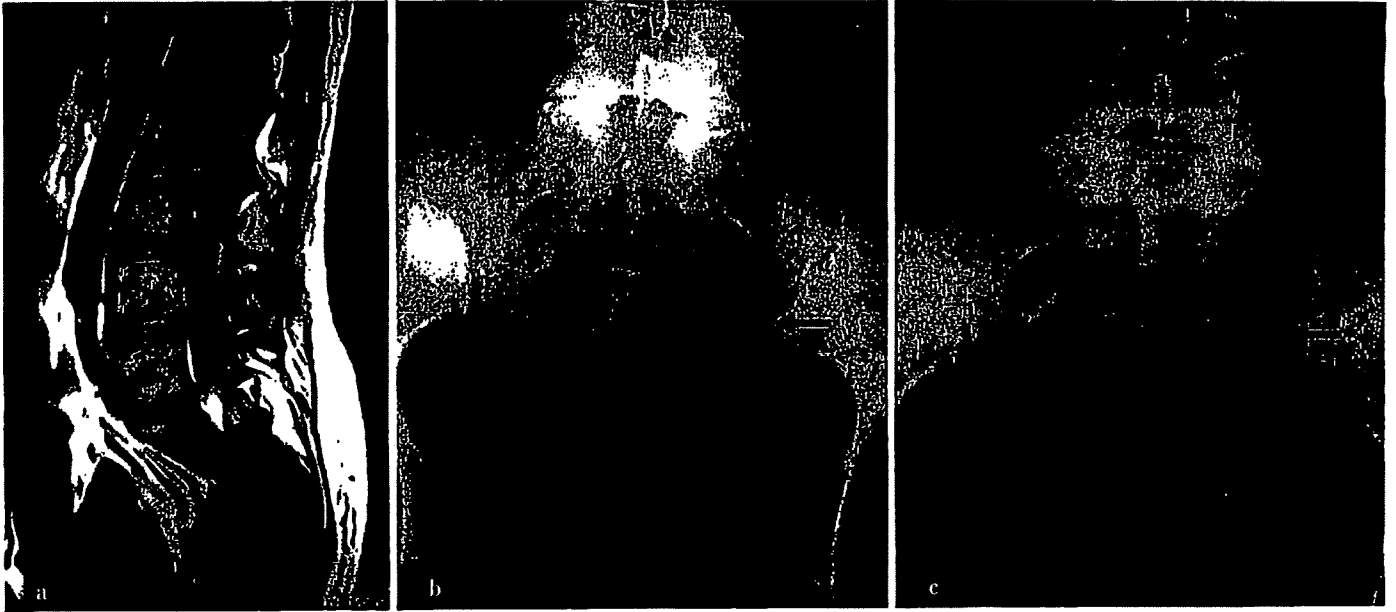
仙骨脊索腫(49歳, 女性) a: MRI矢状断像(治療前), b: 単純X線(治療前), c: 単純X線(炭素イオン線70.4GyE治療後3年)。治療前, 消失していた左側の仙骨神経孔が, 治療後3年目には再び認められるようになっている。
